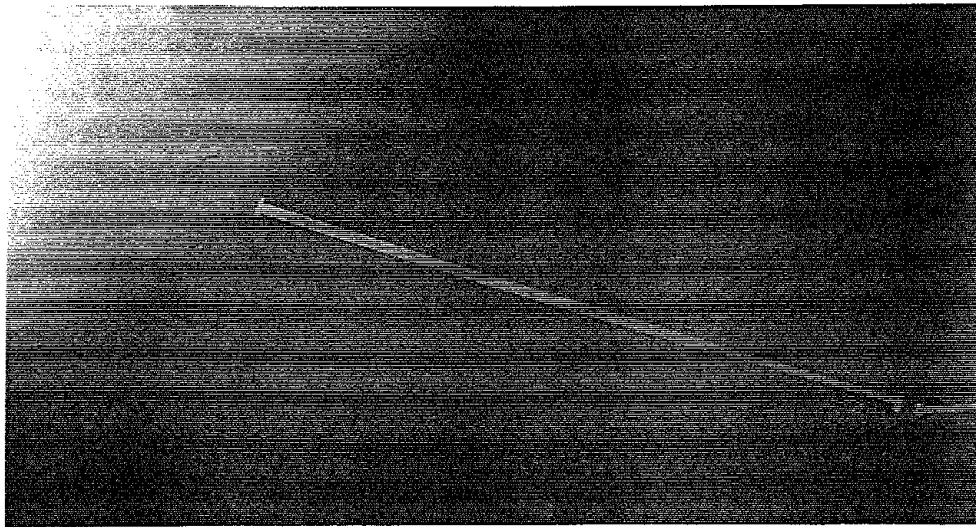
Radiographie du fémur avec clou télescopique
